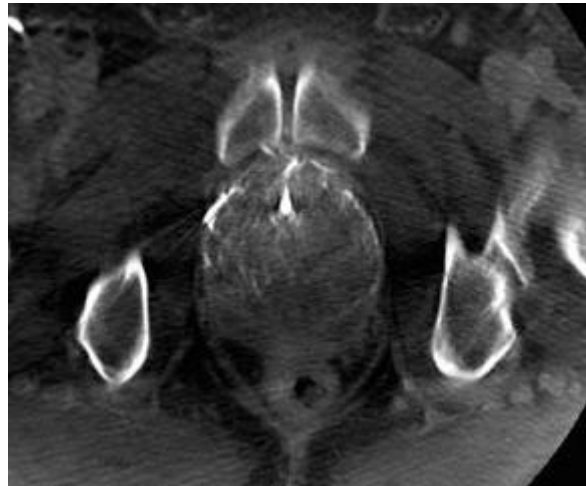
Image de cone-beam CT (coupe axiale) permettant de confirmer le bon positionnement du microcathéter dans l'artère prostatique avant embolisation. Après injection de produit de contraste dilué, avec un délai de 5 secondes en mode Dyna-CT, l'examen met en évidence le territoire de l'hémi-prostate vascularisé par ce vaisseau. (129)
